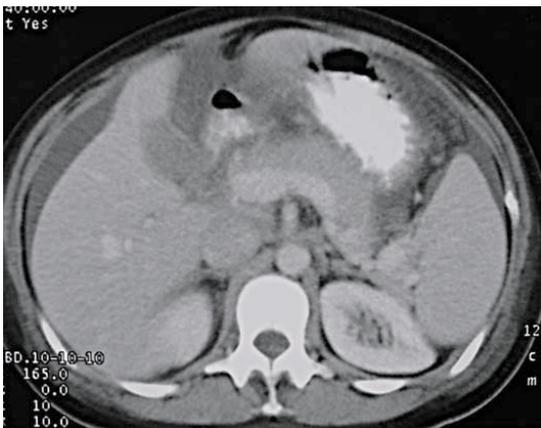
Imagen de TAC con discreta disminución de densidad del páncreas y mínima cantidad de líquido en subfrénico derecho y pararenal anterior izquierdo.
